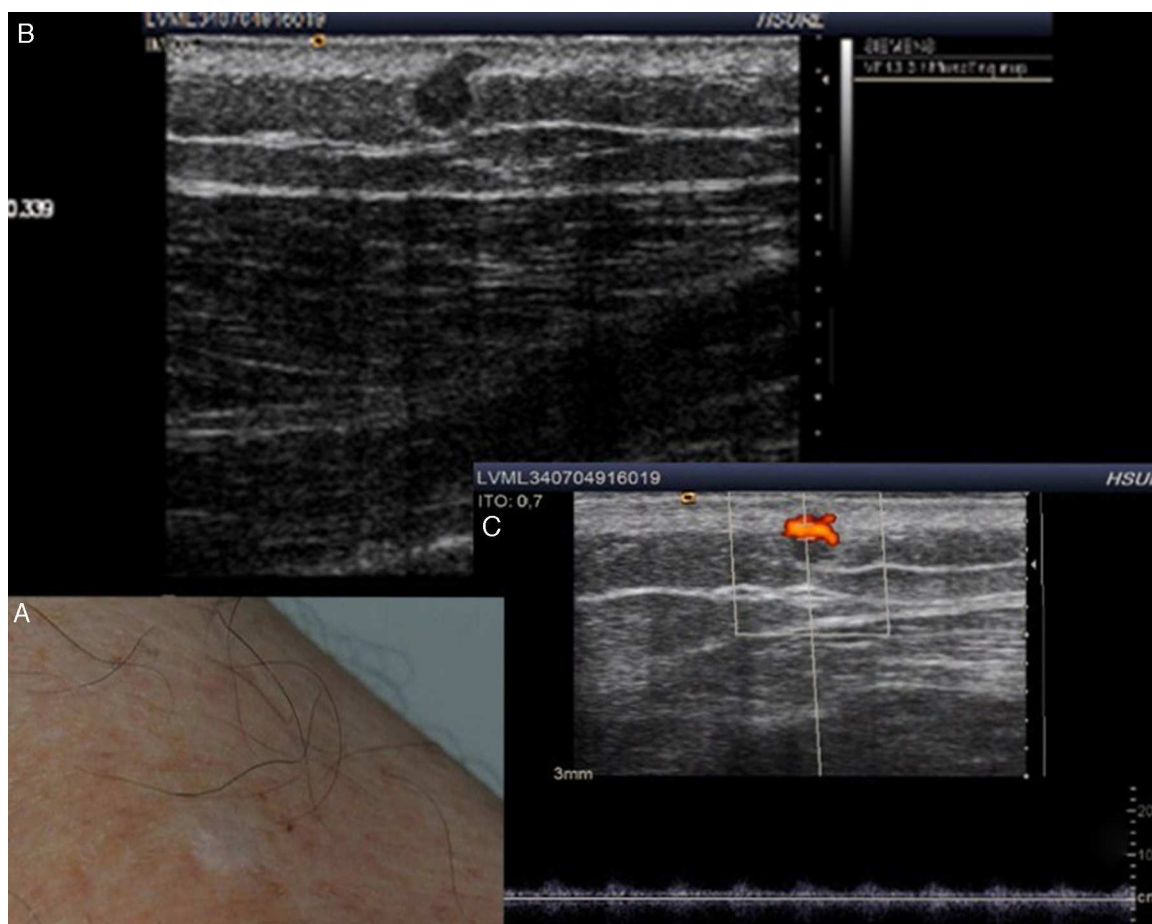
A. En la exploración clínica se aprecia en el muslo izquierdo una mácula de aspecto cicatricial, de bordes mal definidos. B. En la exploración ecográfica en modo B se aprecia a nivel de la unión dermo-hipodérmica una lesión sólida hipoeoica de forma esférica y borde regular, con una prolongación hipoeoica en forma de tallo en la zona superior de la lesión. C. En modo doppler color se observa un aumento de la vascularización.
